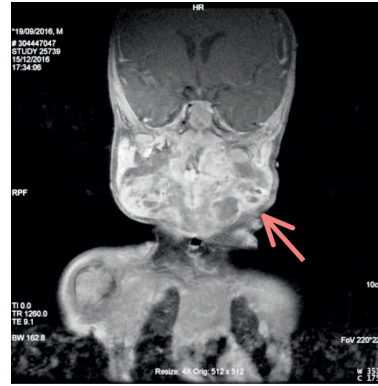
Aksiyel T2 ağırlıklı manyetik rezonans görüntüsünde boyunda tüm boşlukları dolduran, trakeaya bası yapan çok sayıda, septasyonlar içeren lezyonlar
